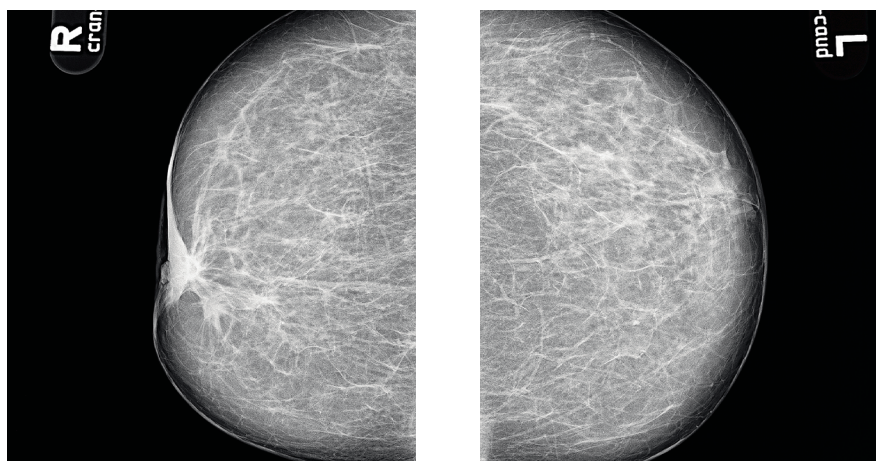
Рентгенограммы обеих молочных желез
